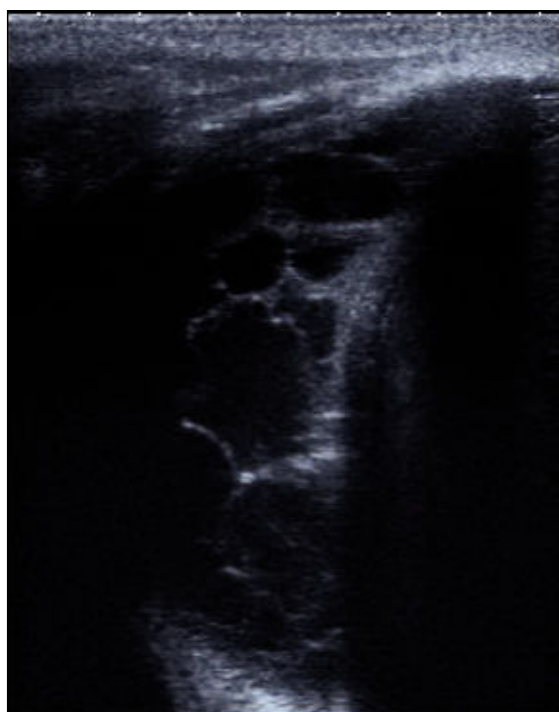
Ecografía torácica: derrame tabicado.
